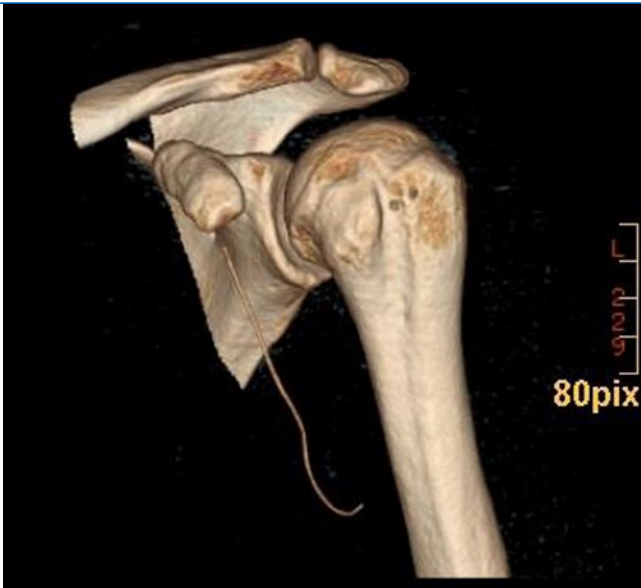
◀ 3D-CT-Rekonstruktion eines akzidentell abgeschnittenen Katheters bei axillärer linksseitiger Plexusanästhesie
